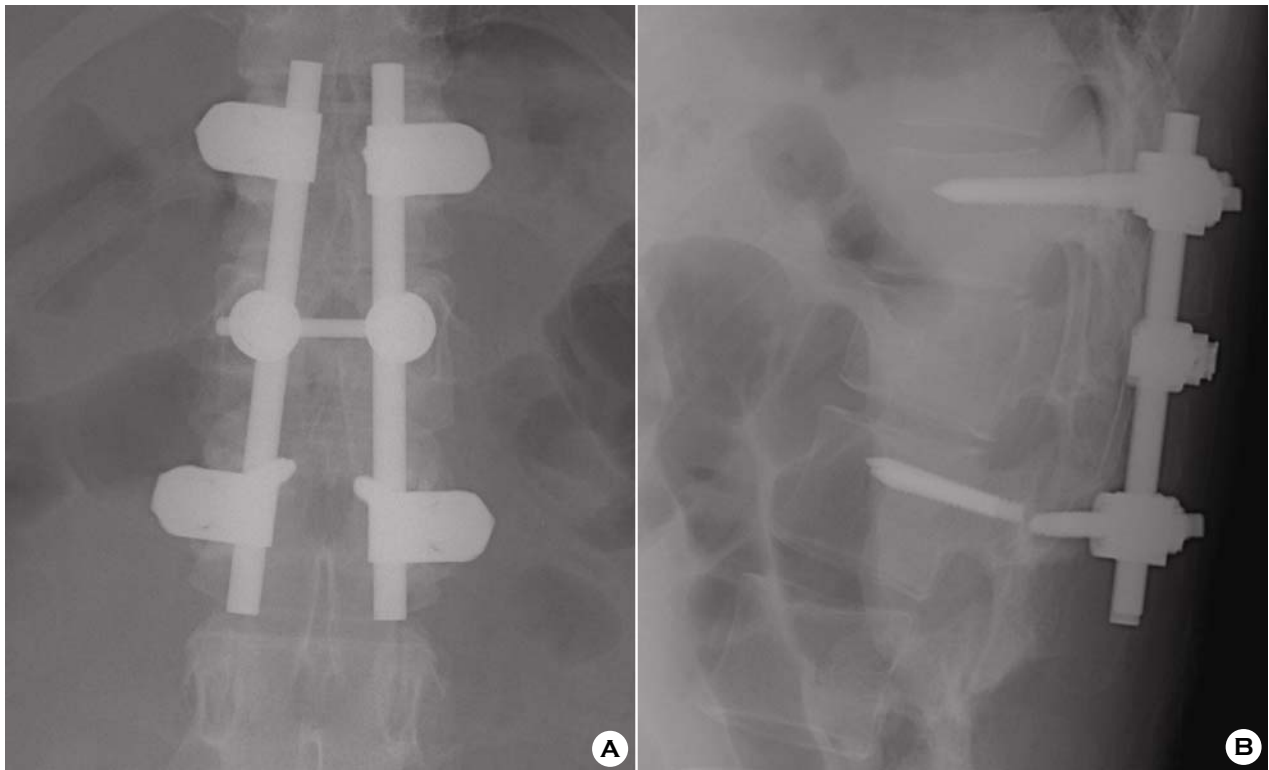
(A, B) Plain radiograph show screw breakage.
